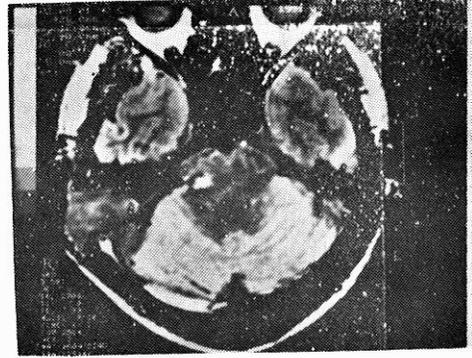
Preoperatif MRG : Sağ pontoserebellar yerleşimli hiperintens lezyon görülmektedir.
